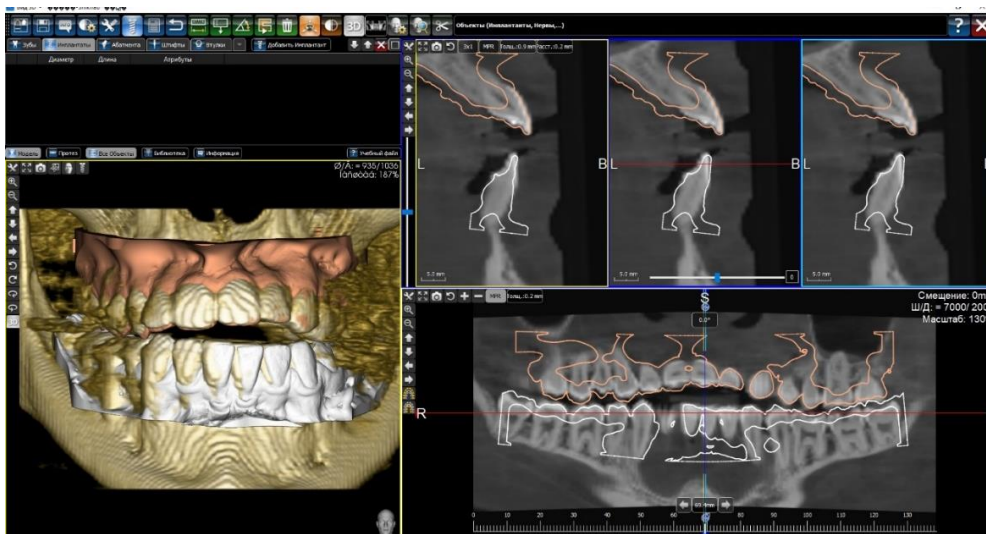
Этап сопоставления цифровых оттисков с изображением компьютерной томографии в программе 3Diagnosys (3DIEMME, Италия)
